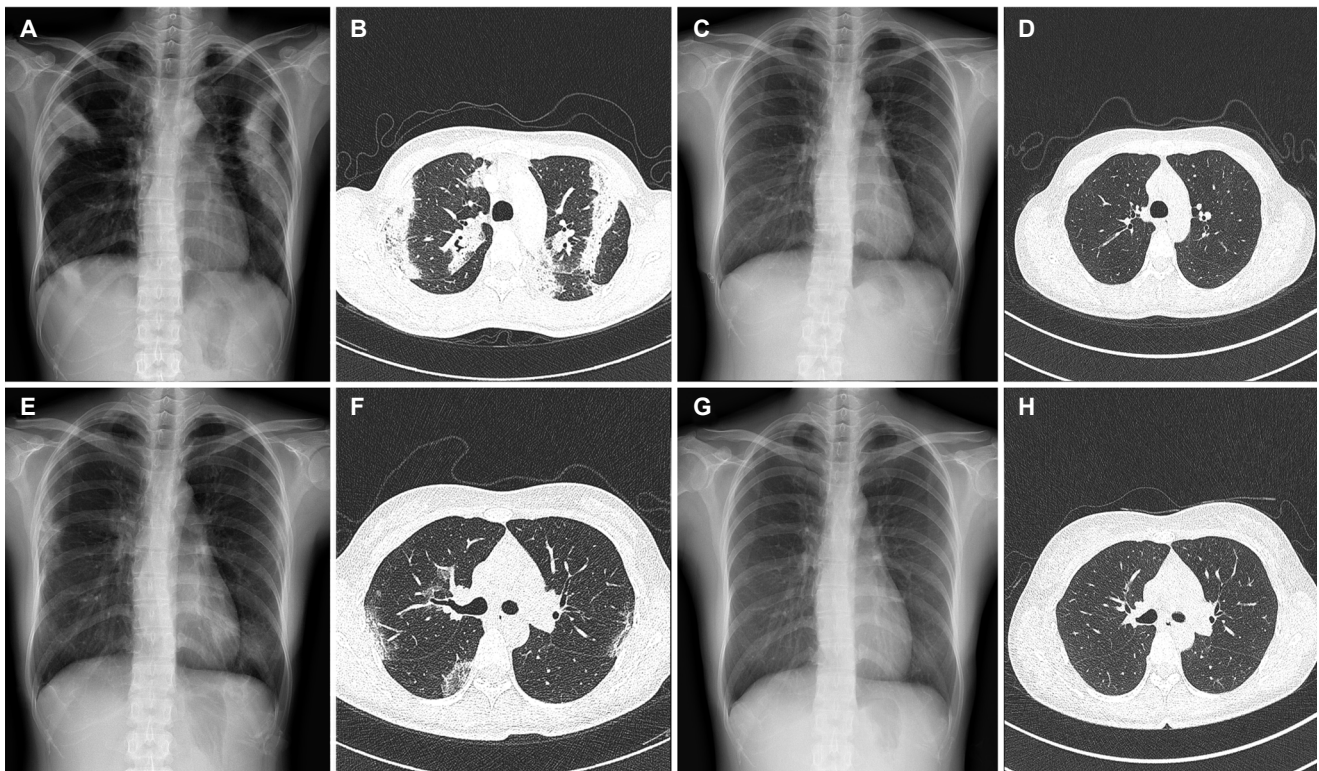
Chest radiograph and CT scan images. (A) Chest radiograph showing consolidations in both lung fields. (B) CT image showing multifocal dense consolidations in the right upper, left upper, and left lower lobes. (C) Chest radiograph showing improvement of consolidations. (D) CT scan showing resolution of previous consolidations. (E) Chest radiograph showing pneumonic infiltrations in right middle and left lower lung fields. (F) CT image showing subtle GGOs in right upper, right lower, and left upper lobes. (G) Chest radiograph showing improvement of pneumonic infiltrations. (H) CT image showing resolution of GGOs. CT, computed tomography; GGOs, ground glass opacities.
